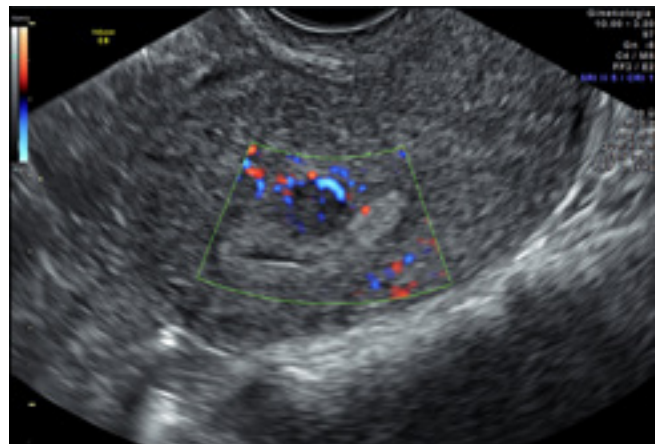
Mięśniak jamy macicy. Dyskretny przepływ w dopplerze kolorowym (pierwszy stopień)
